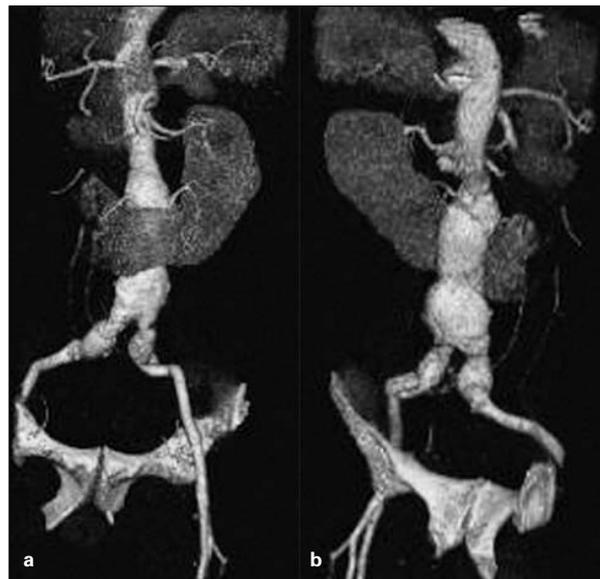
Reconstrucción tridimensional de una angiotomografía. Se observa el riñón en herradura y sus relaciones anatómicas y vasculares con el aneurisma. a) Anteroposterior; b) Posteroanterior.
